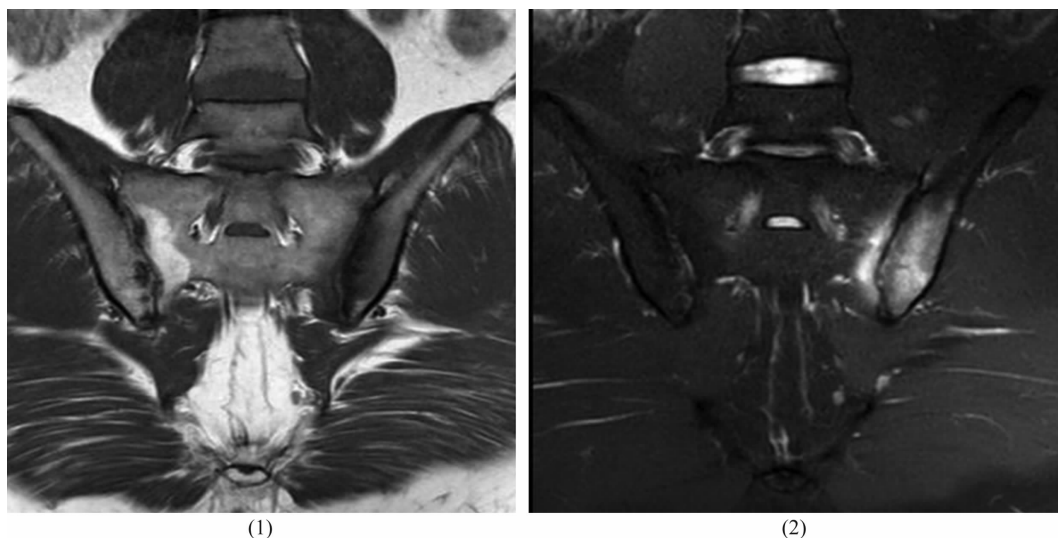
强直性脊柱炎患者骶髂关节斜冠状位 MRI
